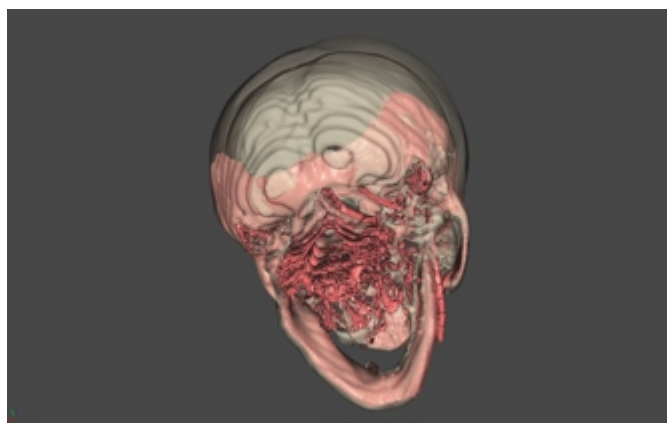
3D-CT comparison of the jaw before and after surgery - cranial sight.
